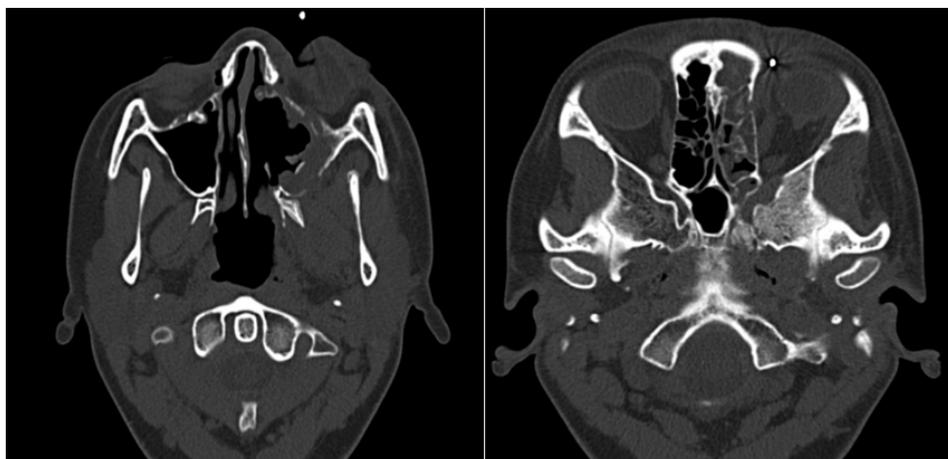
Компьютерная томография околоносовых пазух от 30.01.15
